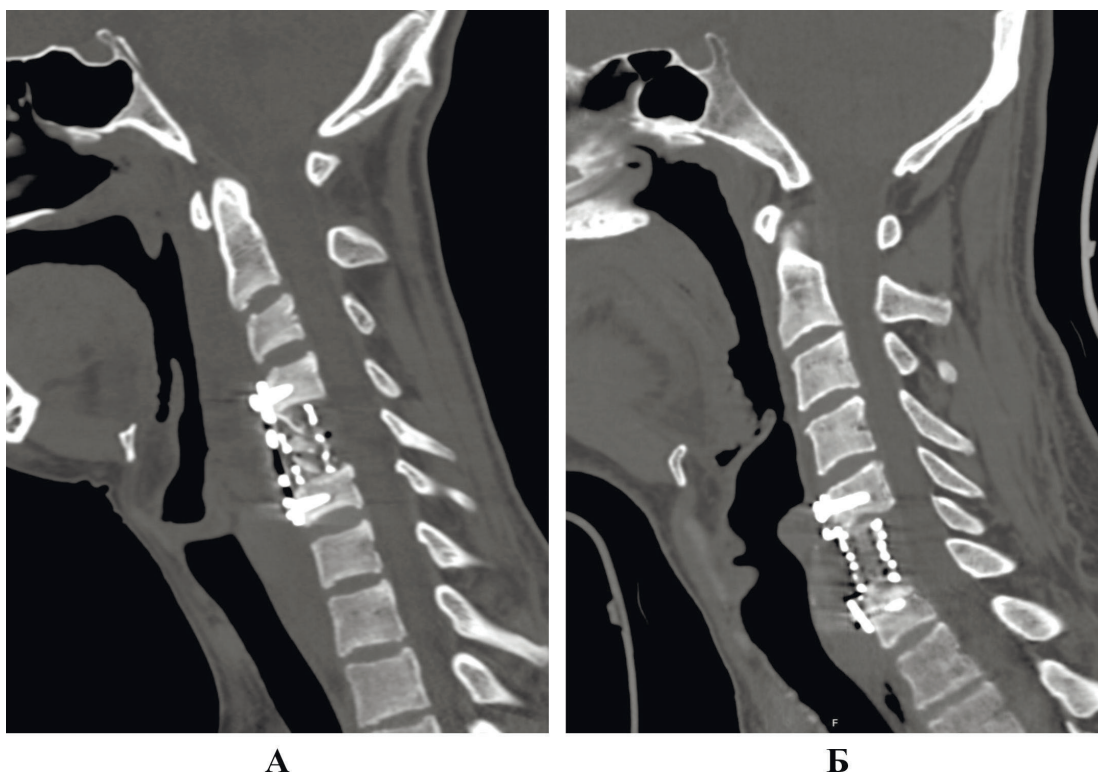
Примеры компьютерных томограмм после выполнения межтелового корпородеза с использованием комбинации Mesh и вентральной ригидной пластины (А) либо ТЗИ (Б)
